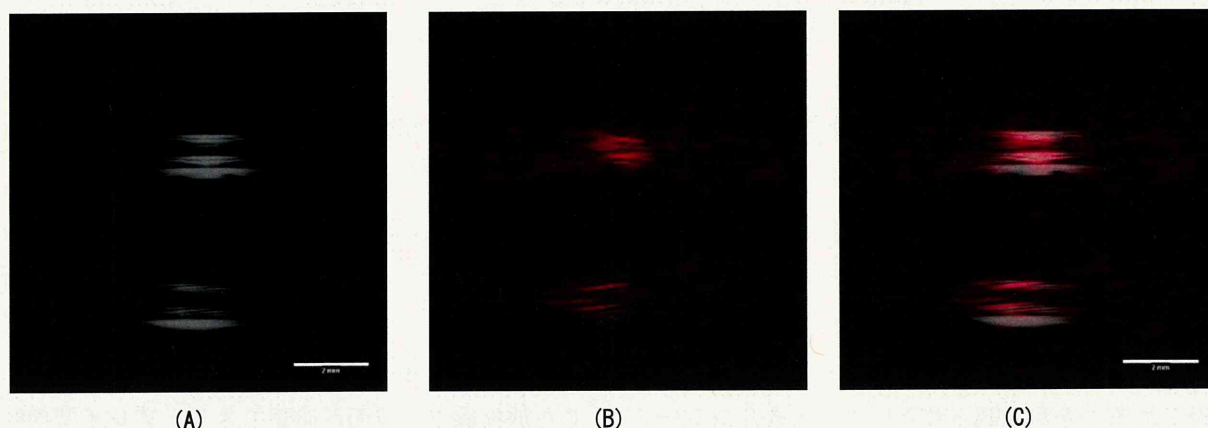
アレイ型探触子の配置を変えずに取得した、超音波画像(A)と光音響画像(B)及びそれらの重畳表示画像(C)。(B)の光音響画像は励起光波長 800 nm で取得した。画像の表示範囲は、探触子表面から 12 mm から 22 mm
